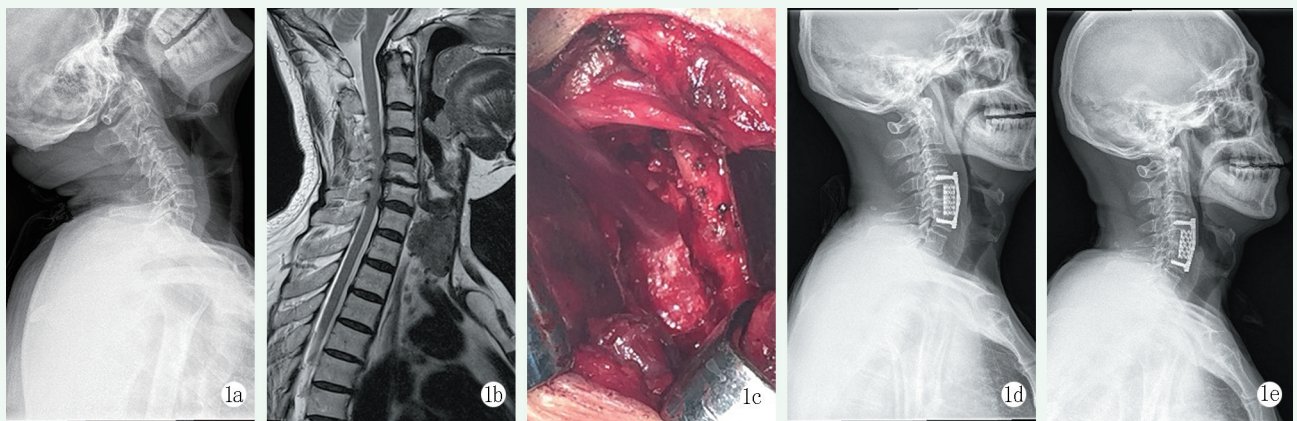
患者，男，61 岁，行 C₅ 椎体次全切并保留 PLL。1a: 术前过伸位 X 线片示颈椎曲度变直；1b: 术前 MRI 示 C_{4/5}、C_{5/6} 椎间盘突出，脊髓受压；1c: 术中保留 PLL；1d, 1e: 术后 3 个月和 24 个月 X 线片示内固定物在位，无松动，无钛网下沉。
